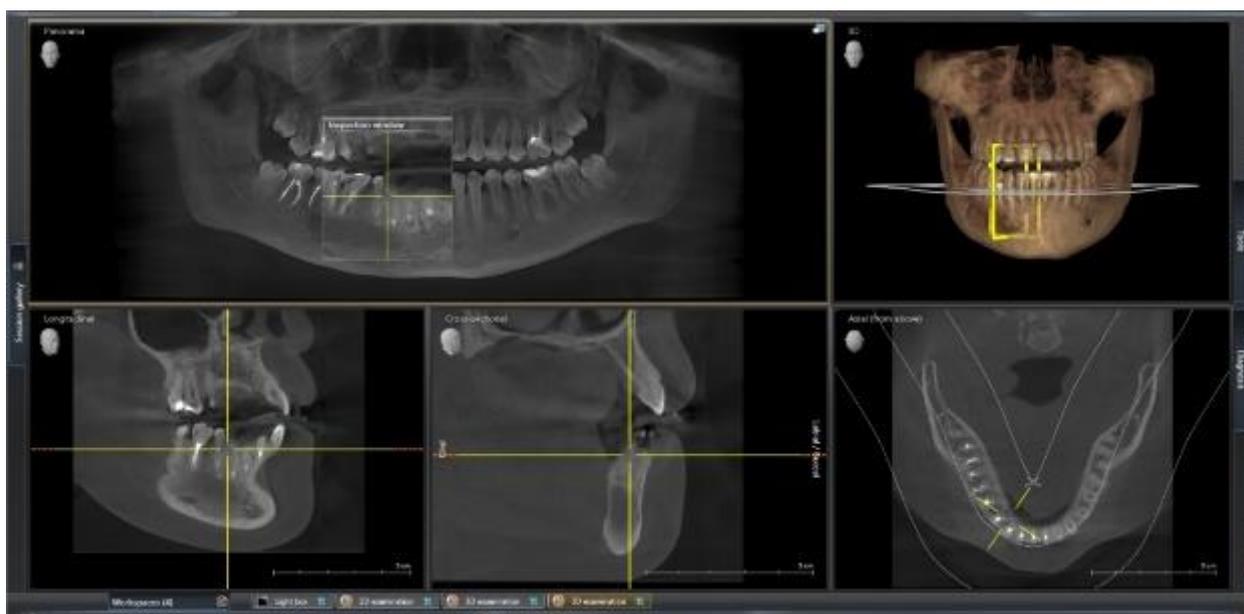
Результат компьютерной томограммы через 5 месяцев после лечения.
